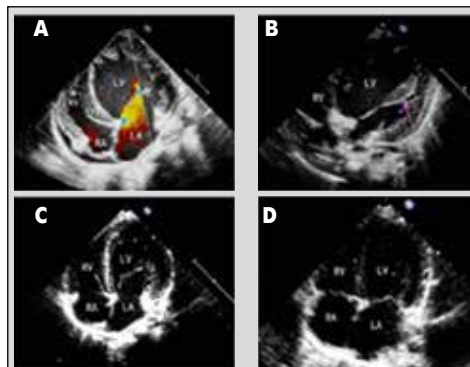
Сердце пациента с первичной карнитин-дефицитной кардиомиопатией при трансторакальной эхокардиографии до и после терапии карнитином
